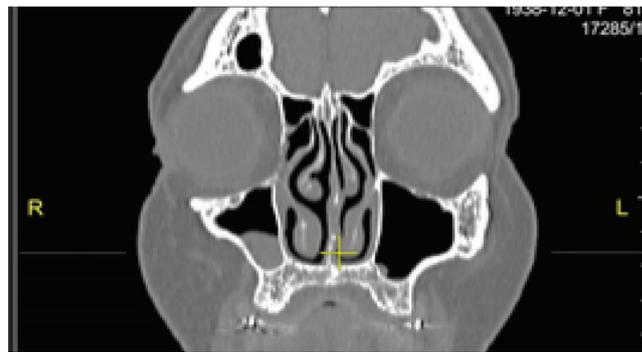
Компьютерная томография придаточных пазух носа пациентки: утолщение слизистой правой верхнечелюстной пазухи (февраль 2020 г.)
